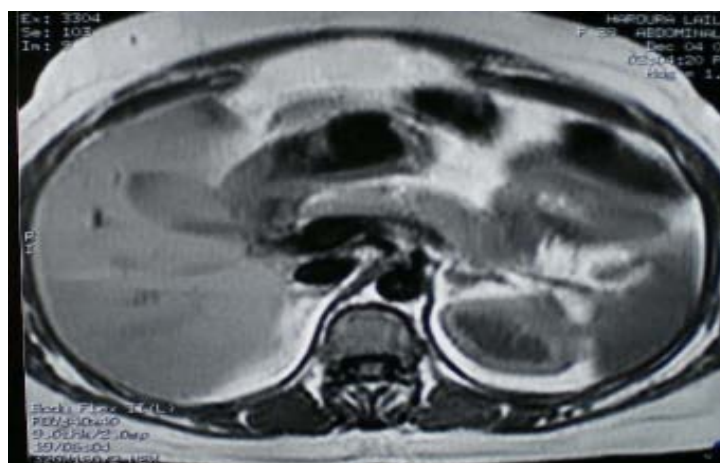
IRM de l'abdomen (coupe axiale en pondération T1) montrant un pancréas d'aspect normal.
